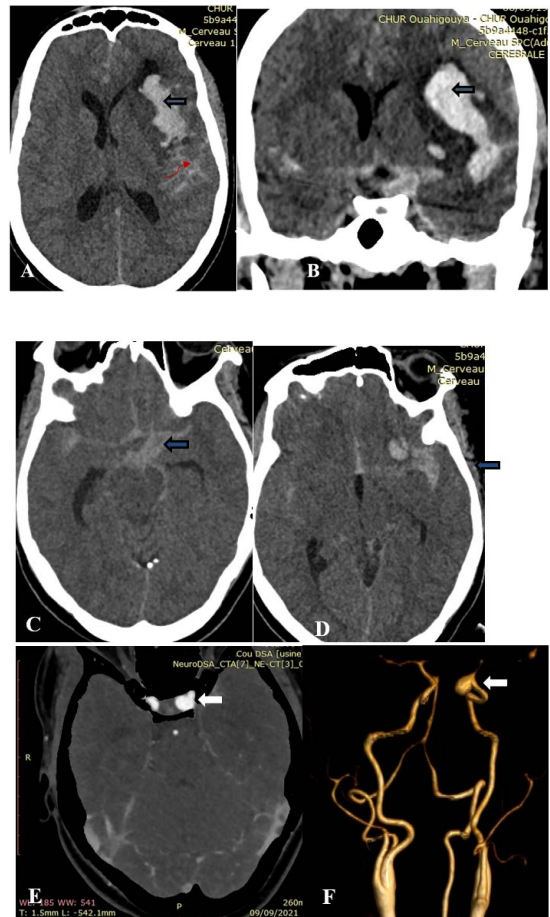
TDM cranio encéphalique en coupe axiales sans injection de contraste (A) et coronal (B) montrant un hématome fronto-temporo pariétale (flèche droite) avec extension sous arachnoïdienne (flèche courbe) et dans les citernes de la base (C) et les vallées sylviennes (D) (Flèches). Angioscanner avec filtre logiciel DSA (E) et rendu volumique (F) montrant un sac anévrysmal de la portion terminale de la carotide interne gauche segment C1 (flèches blanches)
